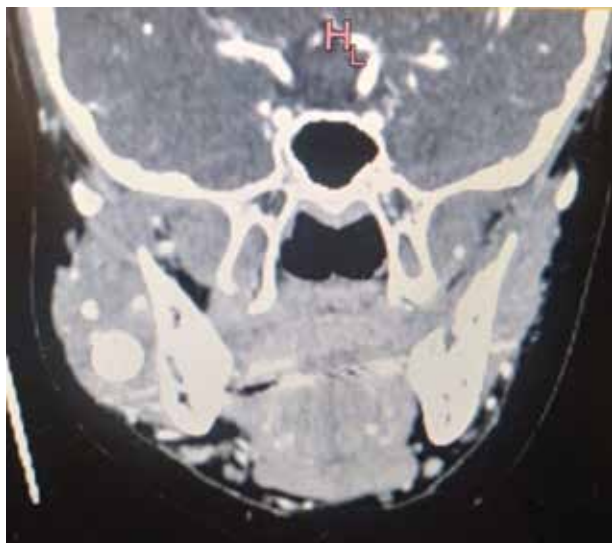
Tomografía axial computarizada contrastada, donde se observan múltiples masas calcificadas aparentemente en la glándula parótida.
